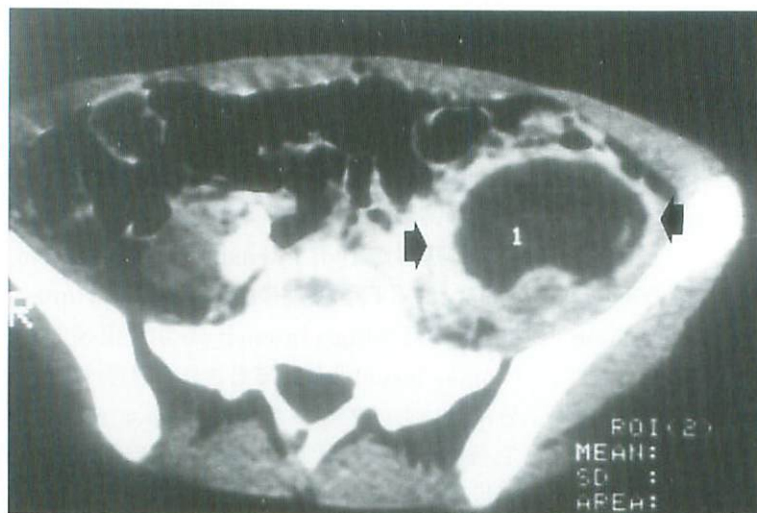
造影CT：腸腰筋に内部が low density, 辺縁が high density な病巣を認める。
